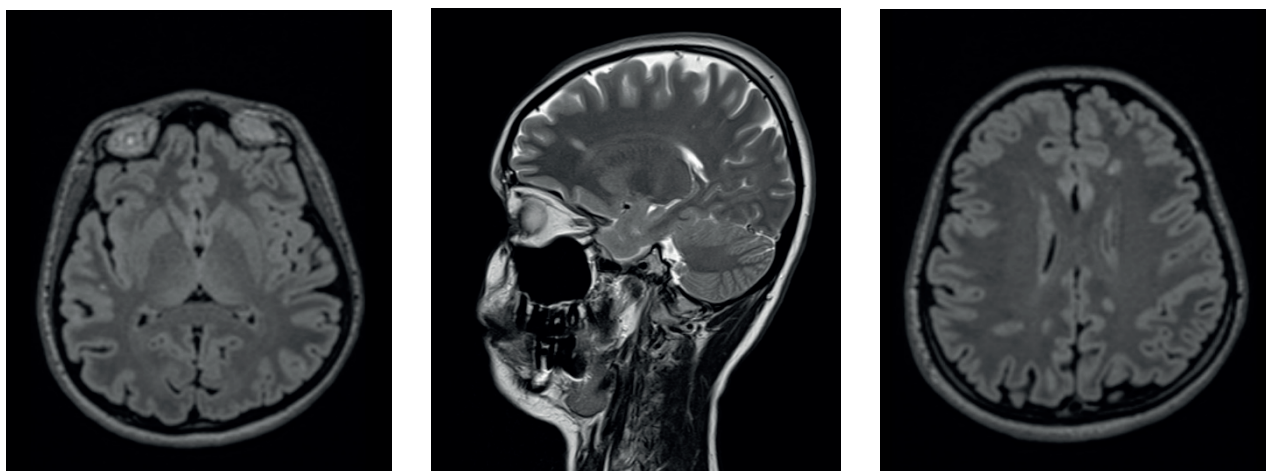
МРТ головного мозку пацієнтки П. від 28.10.2020 року (ділянки гіперінтенсивності позначено червоними стрілками)
